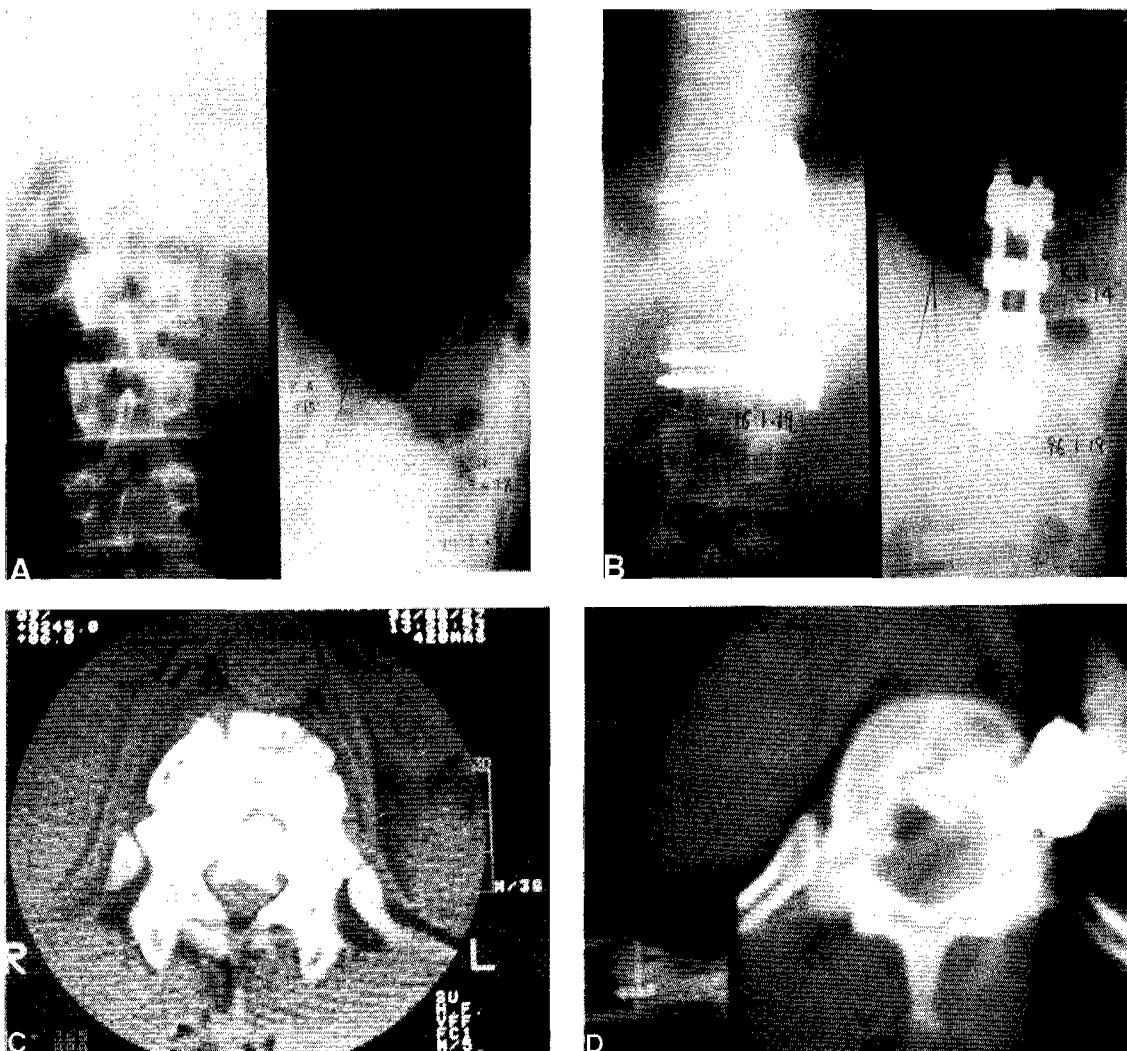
A: Preoperative anteroposterior and lateral radiographs showing burst fracture on T<sub>12</sub>.
